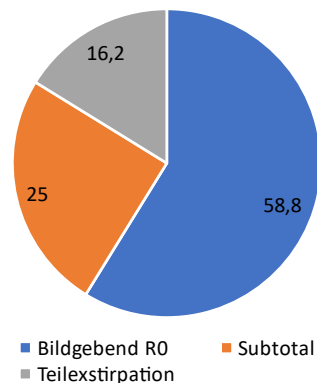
Vergleich des Resektionsausmaßes nach OP-Bericht und nach MRT in Prozent
